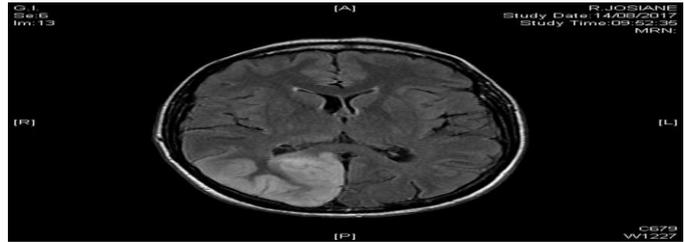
ischémie occipitale droite (IRM)
